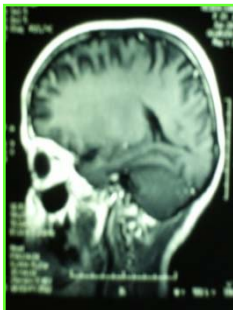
RMN cerebral normal
